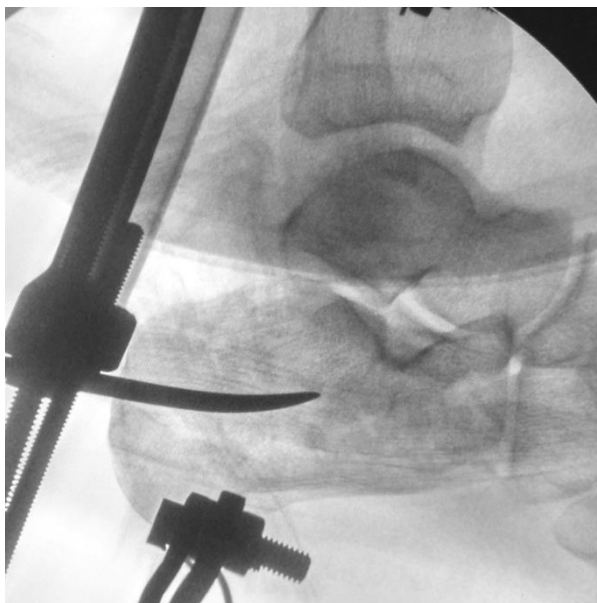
Рентгенограмма, демонстрирующая восстановление суставной площадки посредством чрескожной репозиции.
